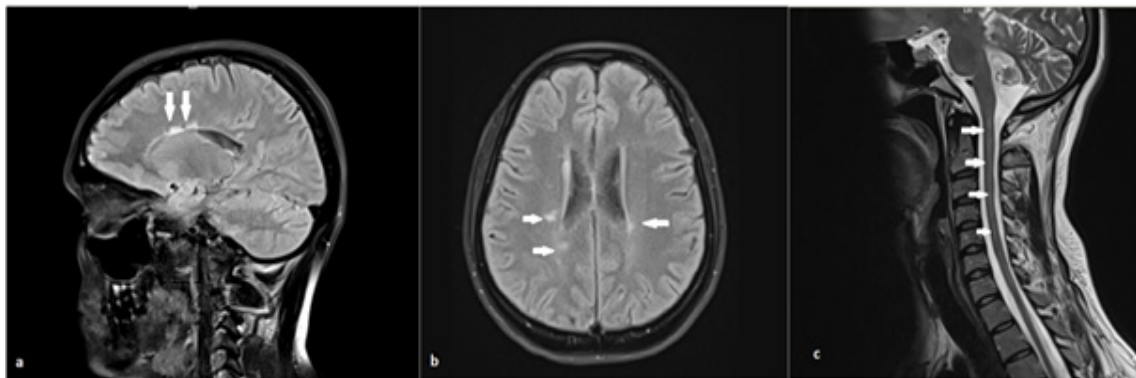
shows sections from the latest MRI of the patient. a. transverse b. longitudinal section of cranial MRI shows T2 hyperintense ovoid white lesions perpendicular to ventricles and on corpus callosum. c. T2 hyperintense merged lesions on cervical MRI.
